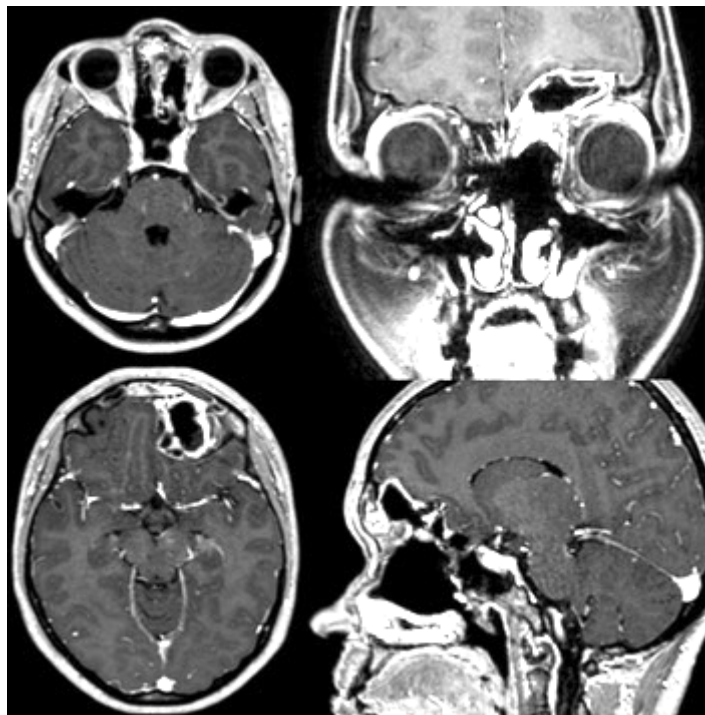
Наблюдение №3. МРТ с контрастным усилением через шесть месяцев после первой операции. Опухоль из полости носа, решетчатого лабиринта и верхнечелюстной пазухи удалена, большая интракраниальная киста опорожнена, сохраняются фрагменты в лобных пазухах и интракраниально, по поводу которых затем было произведено транскраниальное оперативное вмешательство
